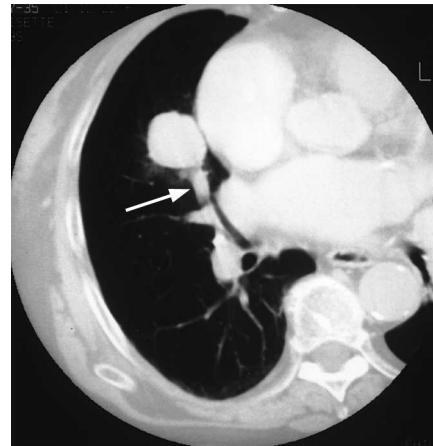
CT mit intravenöser Kontrastmittel-Applikation, Rundherd lateral des rechten Vorhofs isodens zur benachbarten Pulmonalarterie (Pfeil) und umgeben von einem einblutungsbedingten Halosaum.
